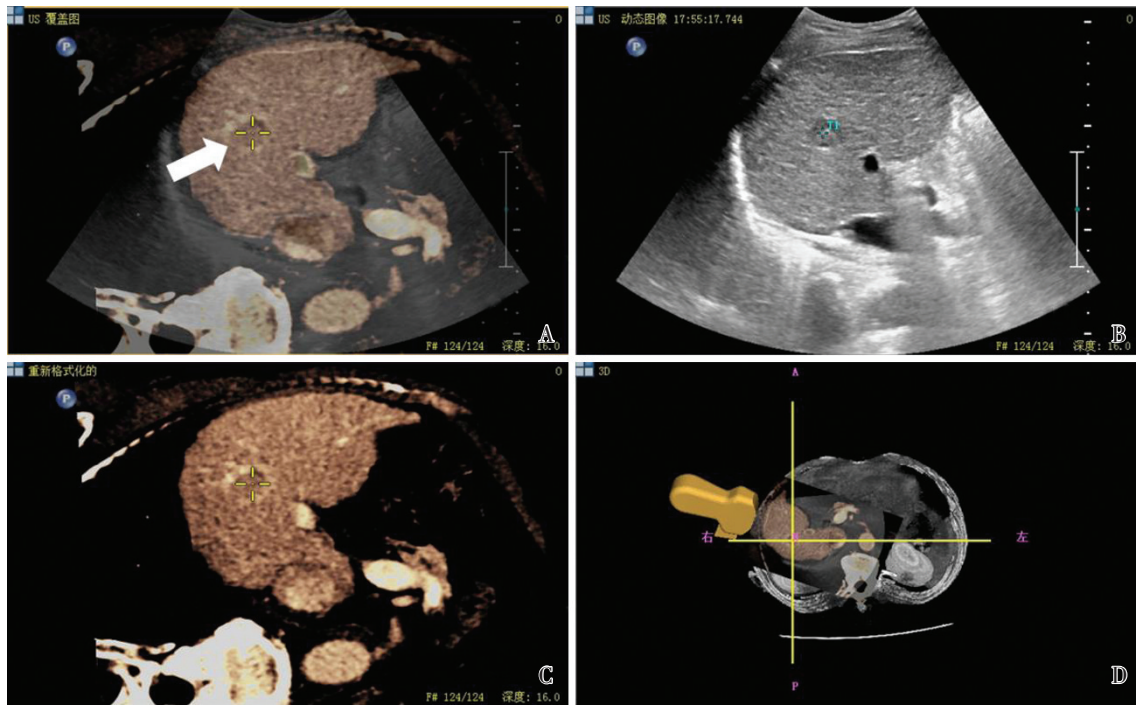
Liver image after initial registration of the intelligent automatic registration ultrasound-CT fusion imaging based on liver surface
